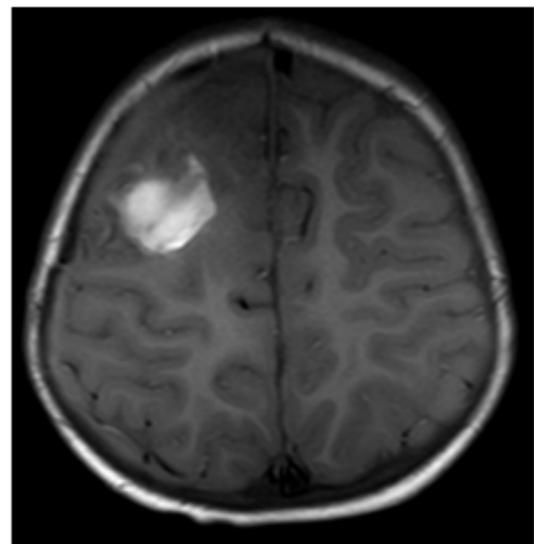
RMN de cerebro con contraste endovenoso en T1 (corte axial) que muestra disminución de la cavidad de resección parenquimatosa frontal derecha, así como del edema perilesional.
